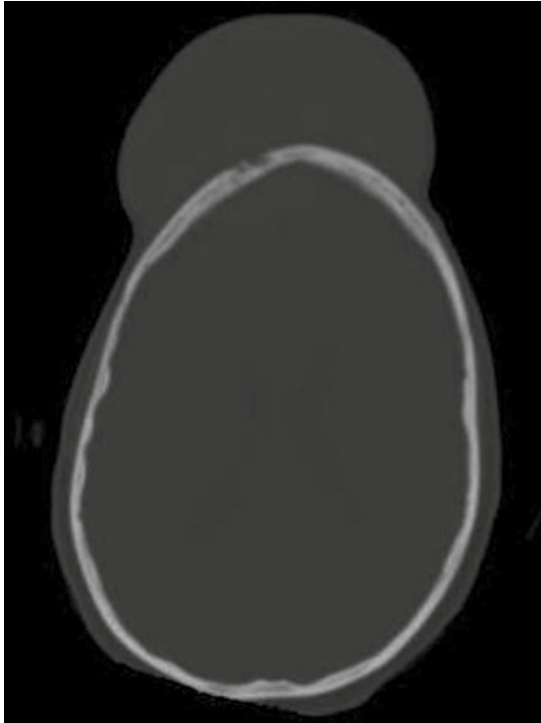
Tomografía computada de cráneo con ventana ósea, corte axial: erosión del hueso frontal.
